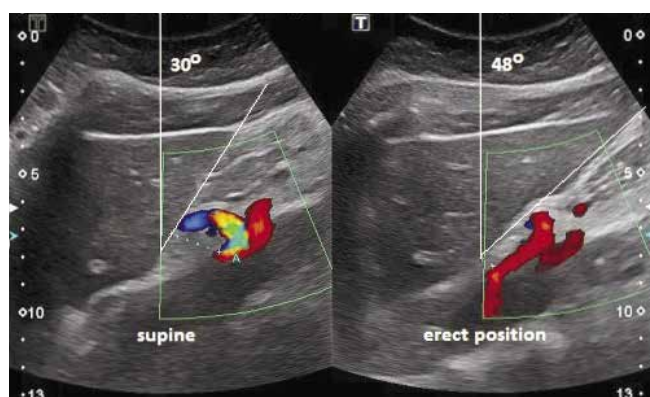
48-letnia kobieta z MALS. Po stronie lewej sonogramu obraz anomalii uzyskany w pozycji leżącej, a po stronie prawej – w pozycji stojącej
